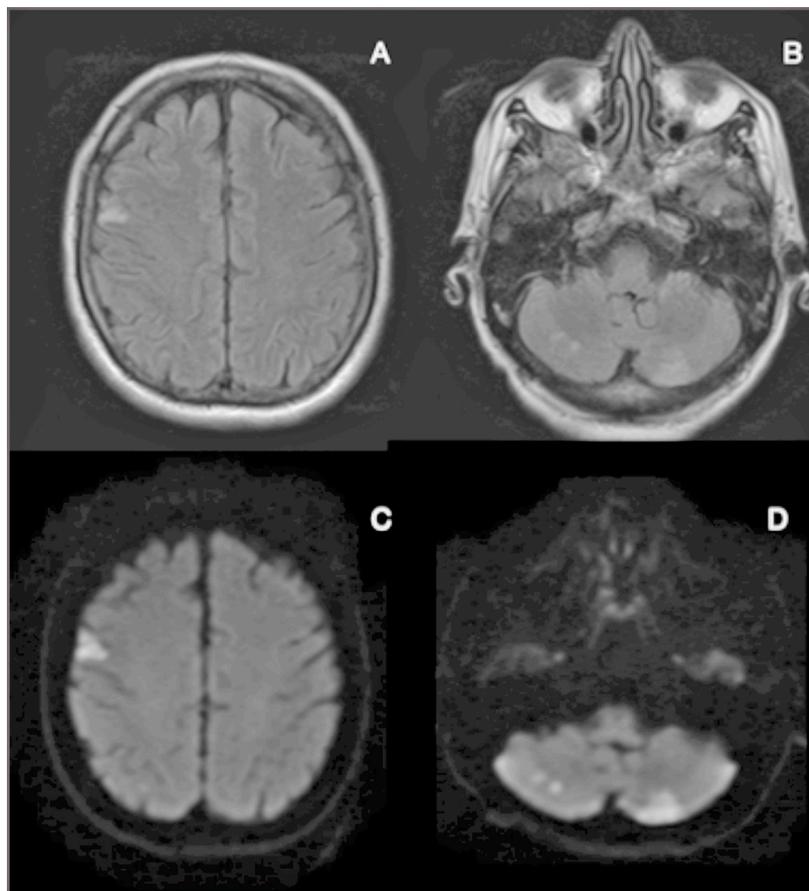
Caso 3. RMN cerebral simple, en ventana. T2 (A y B) se evidencia restricción a la difusión e hiperintensidad con compromiso de ambos hemisferios cerebelosos, convexidad paracentral media del hemisferio derecho. IDW (C y D).
